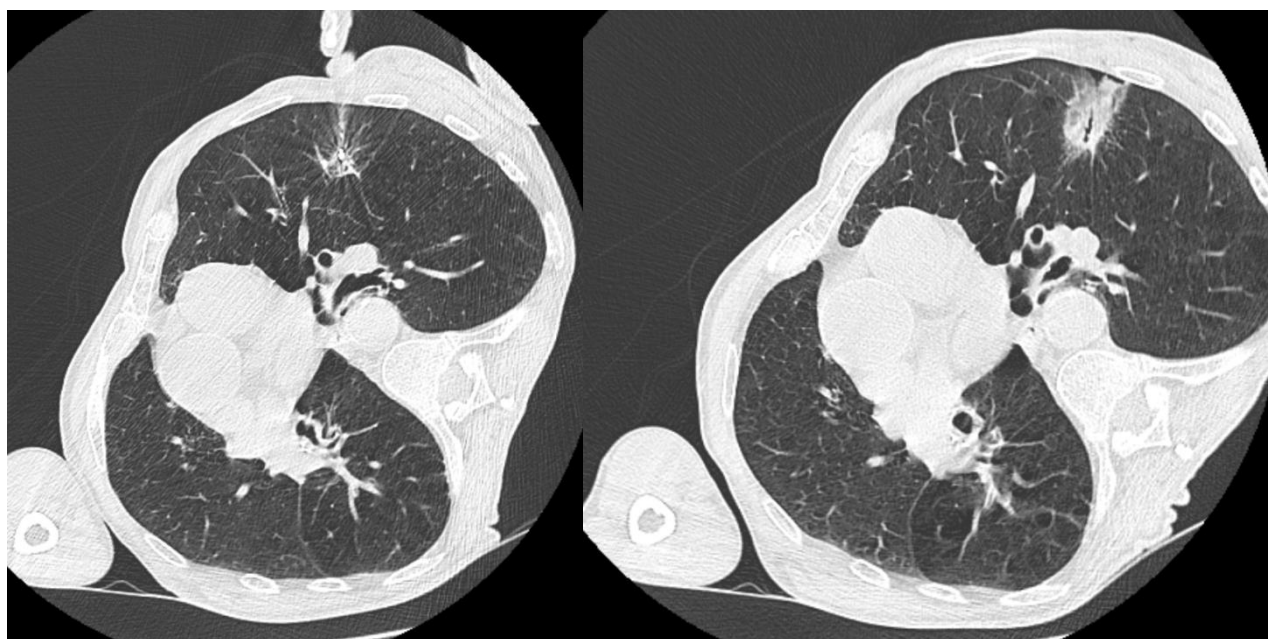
Выполнение РЧА опухоли верхней доли левого легкого под контролем КТ.
